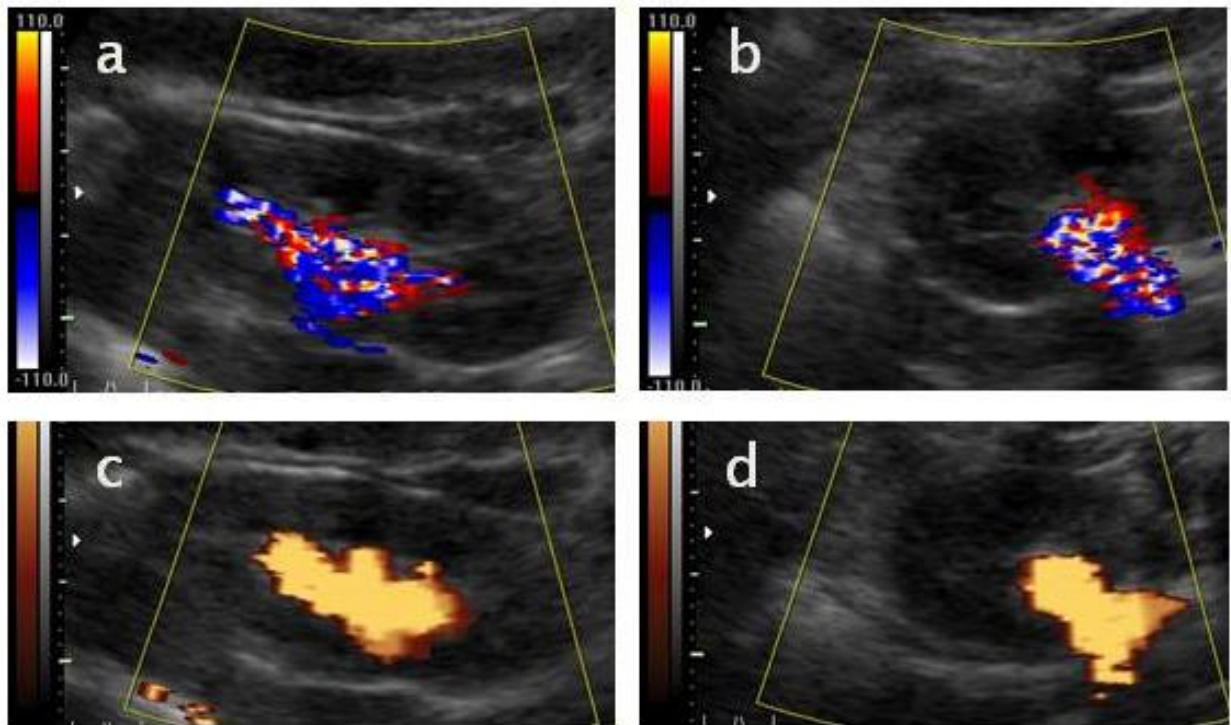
Darstellung eines Refluxes mit Ultraschallkontrastmittel (SonoVue®) im Nierenbecken in der farbkodierten Dopplersonographie (FKDS) (a und b) und im Power-Doppler-Modus (c und d).
